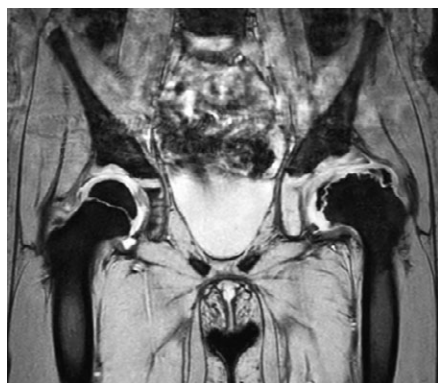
МРТ пациентки 2015 г.р. с диагнозом болезнь Пертеса в стадии фрагментации с тотальным поражением головки бедренной кости (Catterall IV) и подвывихом бедра (пояснения в тексте)
